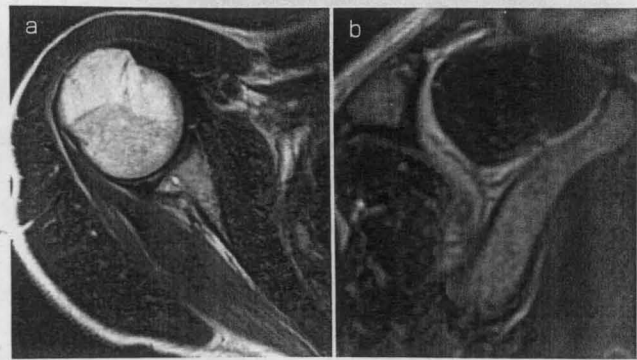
MRI T2WI findings at 1 year after surgery
